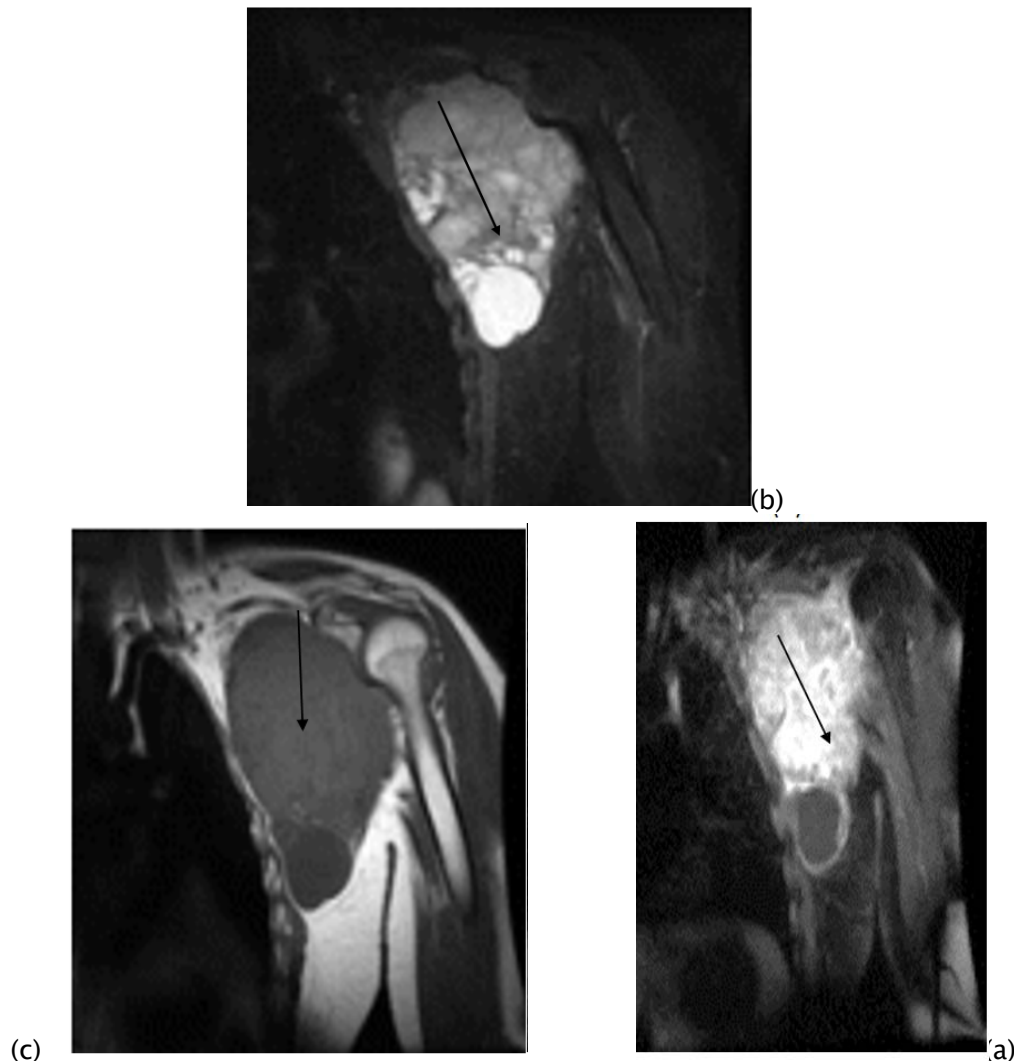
Synovialosarcome chez un garçon de 16 ans au niveau axillaire gauche (flèche). (a) L'IRM coronale pondérée T1 montre la présence d'une grande masse axillaire gauche, qui est légèrement hyperintense pour le muscle, à l'exception d'une composante kystique hypointense inférieure. (b) L'IRM STIR coronale montre que la plus grande partie de la masse a une intensité de signal intermédiaire, avec des zones hyperintenses dues à la composante kystique, en particulier dans son aspect inférieur. (c) L'IRM pondérée T1 avec suppression des graisses coronales augmentée de gadolinium montre une augmentation hétérogène de la masse, à l'exception de la grande composante kystique inférieure. (45)
